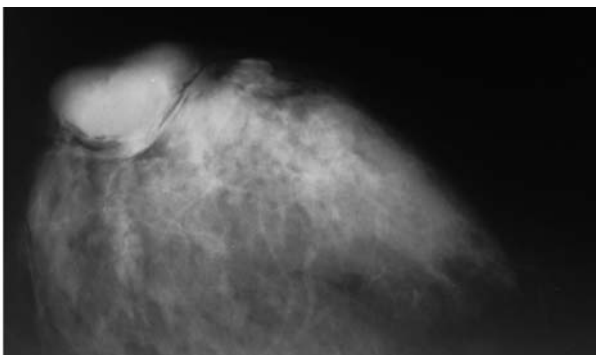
Рентгенограмма пациентки П., 68 лет с сифилитической гуммой в правой грудной железе (прямая проекция).
